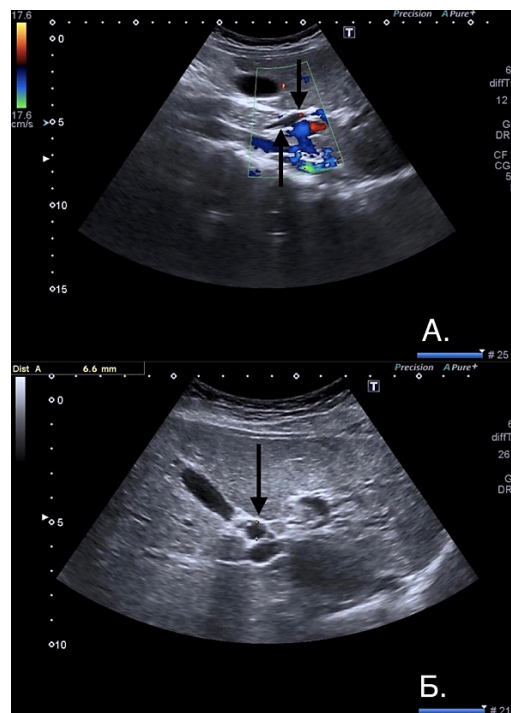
УЗИ брюшной полости больной М.; расширение общего желчного протока до 6,6 мм (А-Б)
